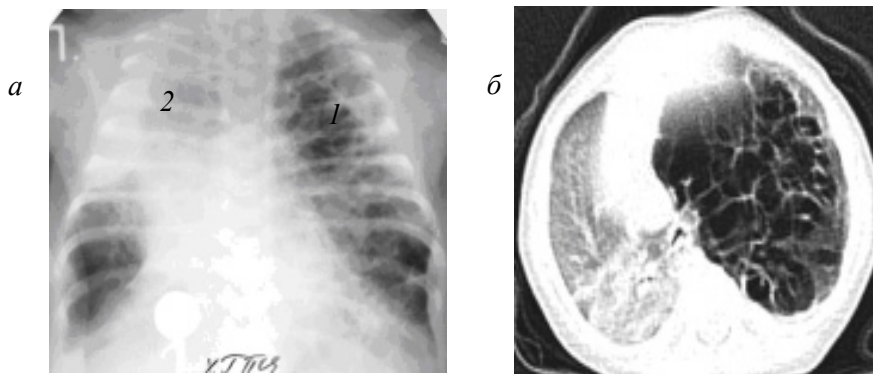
Рентгенограма (а) у віці 8 днів життя та СКТ органів грудної клітки (б – аксіальний зріз) у віці 19 днів життя недоношеної дитини з лівобічною інтерстиціальною легеневою емфіземою: кістоподібні осередки (пневматоцеле) (1), несправжня медістинальна кила (2)
